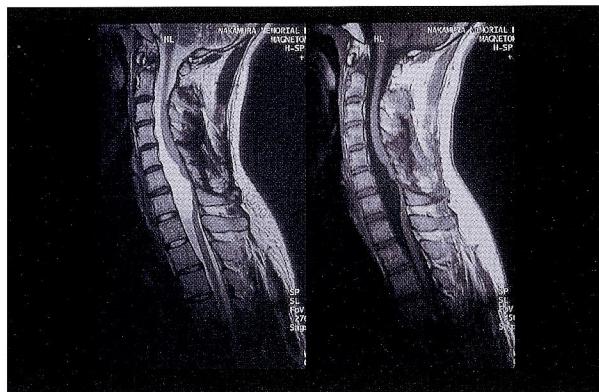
Cervical MRI revealed recurrence of cystic mass at six months later from first operation. T1-weighted image (A), T2-weighted image (B) showed the same findings as pre-operative MRI.
